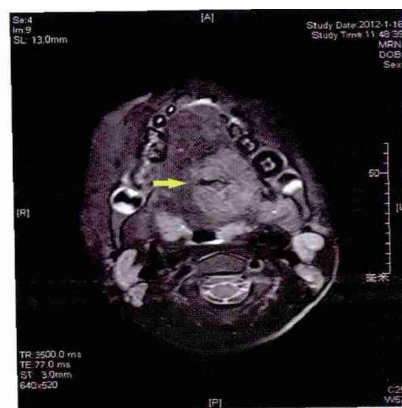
磁共振图像 (MRI) 可见病灶呈高信号, 中央液化、坏死, 异构对比度增强, T1 和 T2 加权上可见病灶内的流空信号
